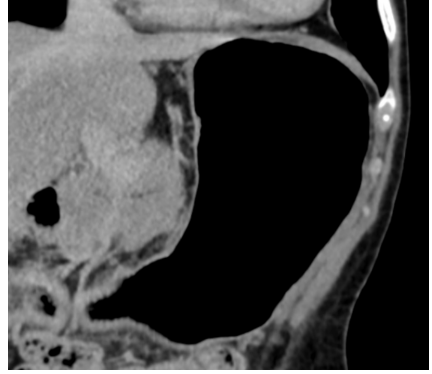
КТ желудка. Опухоль антрального отдела желудка Borrmann 3. В антральном отделе определяется деформация внутреннего контура (красная зона) передней стенки антрального отдела желудка, которая трудно отличима от неизменного привратника (зеленая линия). На томограммах в режиме воздушного слепка изменения контура (красная линия) лучше видны в положении на левом боку, чем в положении на спине: а – аксиальная плоскость, положение на левом боку, б – воздушный слепок, положение на спине, в – воздушный слепок, положение на левом боку, г – аксиальная плоскость, положение на левом боку, аннотированное изображение, д – воздушный слепок, положение на спине, аннотированное изображение, е – воздушный слепок, положение на левом боку, аннотированное изображение [оригинальный рисунок].
